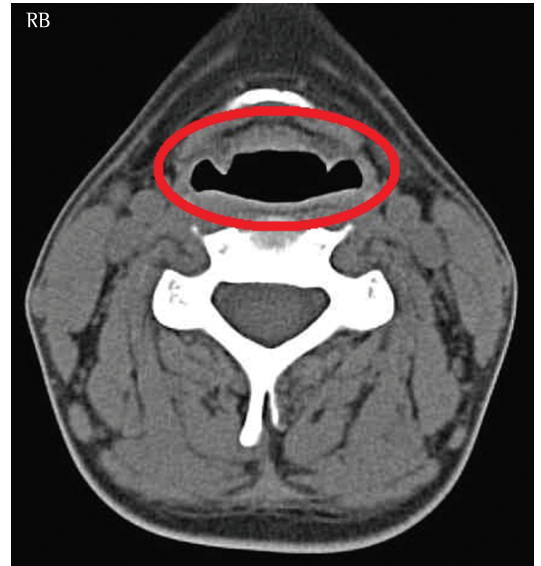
Imagem de TC em corte axial demonstrando o padrão fisiológico da coluna aérea, com o seu maior eixo no sentido laterolateral.
